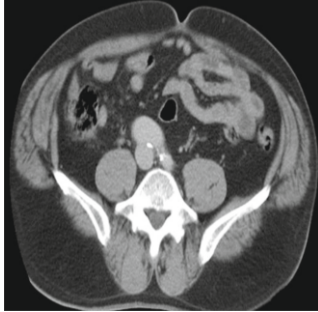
CT image measuring the diameter of the aneurysm of the right iliac artery as 25 mm.
